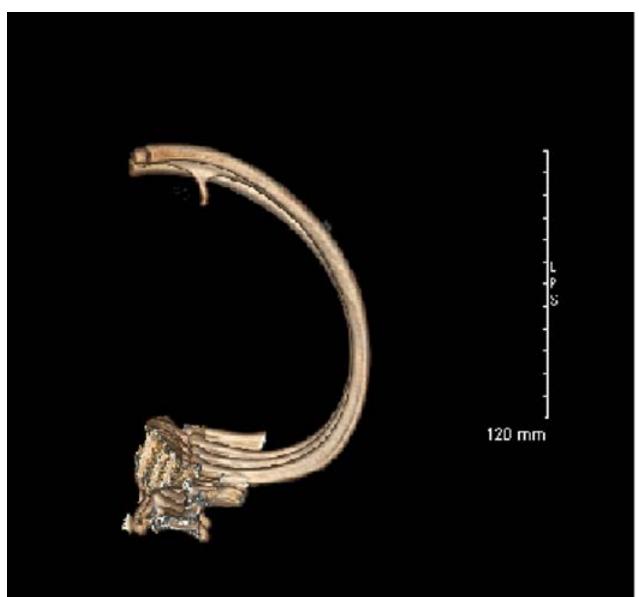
TDM avec reconstruction 3D : exostose de l'arc moyen de la 5^e côte gauche
